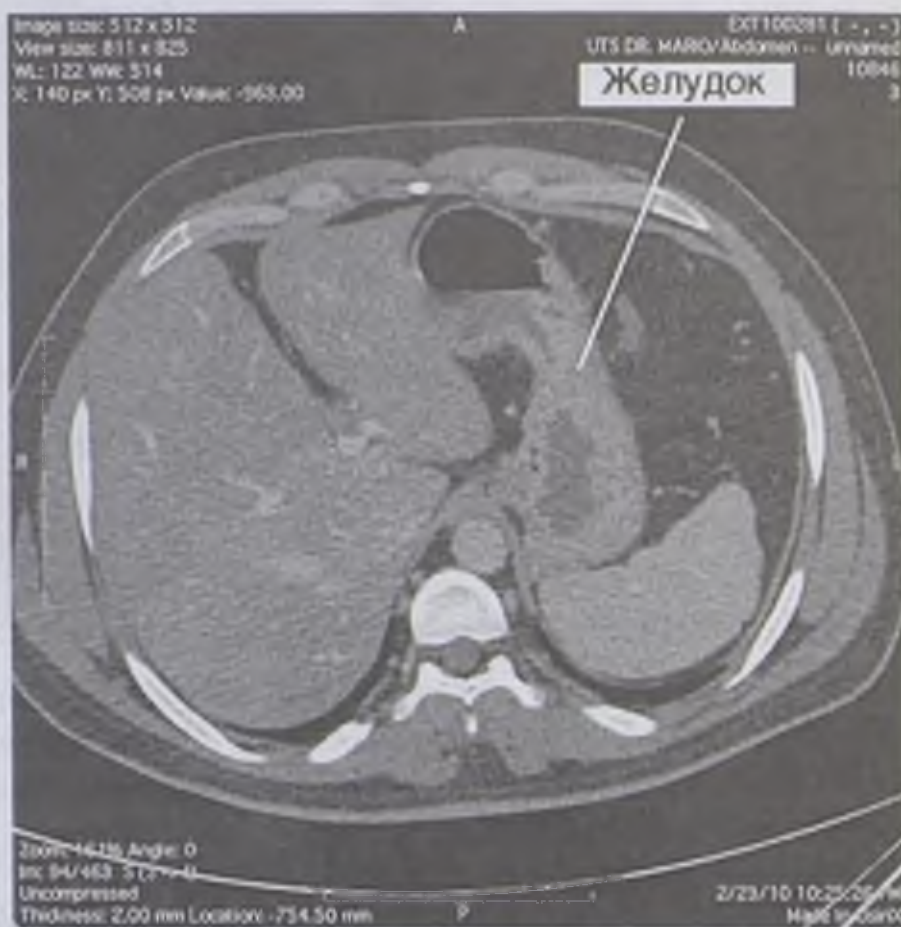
Картина компьютерной томографии брюшной полости (желудок)
